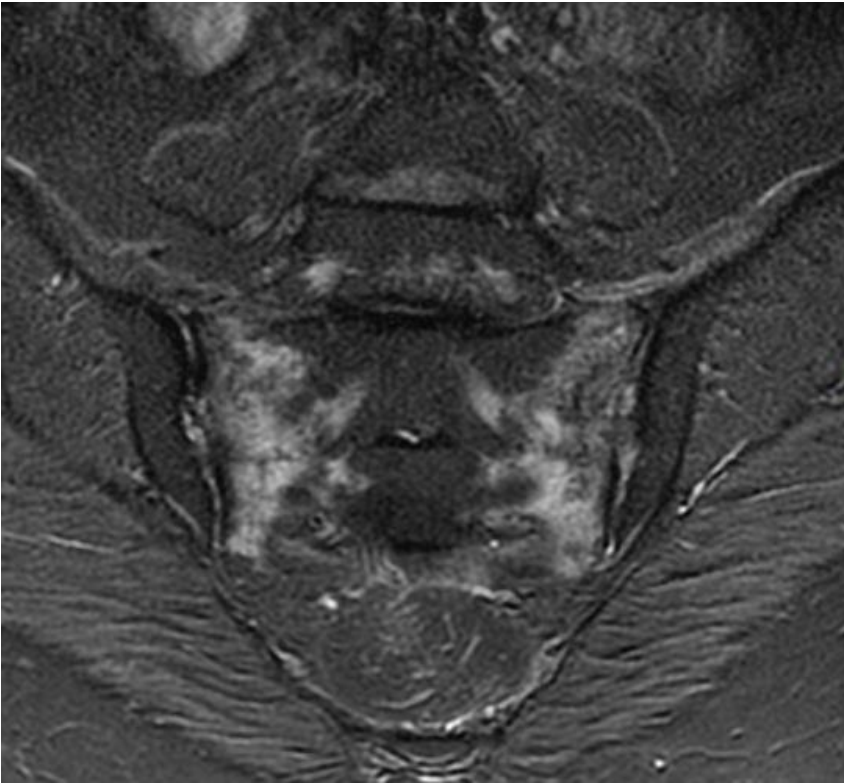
RM coronal T2-FS de mujer de 81 años con dolor lumbar. Se observa edema óseo en ambas alas sacras y una línea hipointensa vertical izquierda compatible con fractura.
